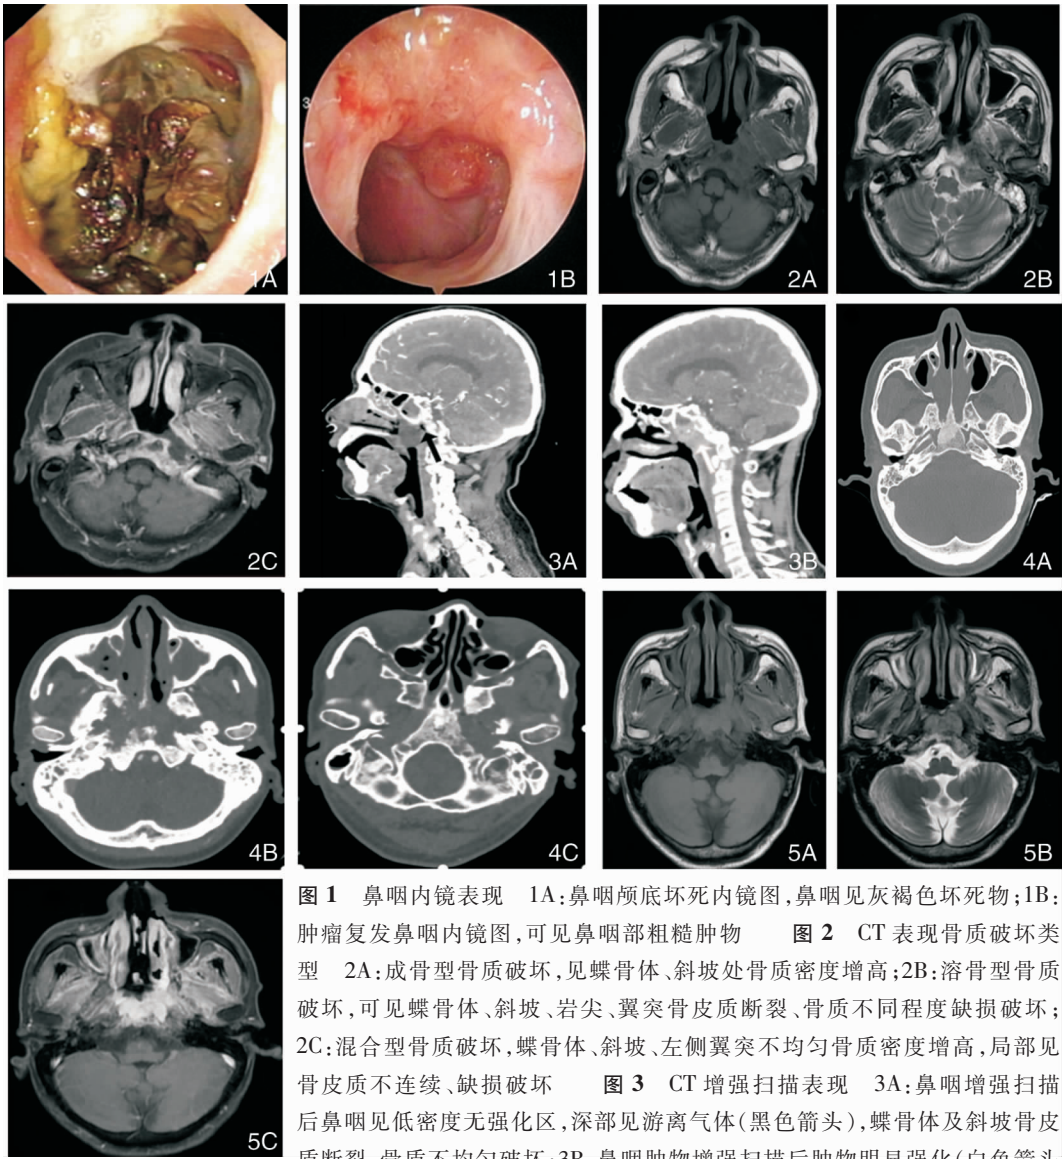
鼻咽内镜表现 1A:鼻咽颅底坏死内镜图,鼻咽见灰褐色坏死物;1B:肿瘤复发鼻咽内镜图,可见鼻咽部粗糙肿物 图2 CT表现骨质破坏类型 2A:成骨型骨质破坏,见蝶骨体、斜坡处骨质密度增高;2B:溶骨型骨质破坏,可见蝶骨体、斜坡、岩尖、翼突骨皮质断裂、骨质不同程度缺损破坏;2C:混合型骨质破坏,蝶骨体、斜坡、左侧翼突不均匀骨质密度增高,局部见骨皮质不连续、缺损破坏 图3 CT增强扫描表现 3A:鼻咽增强扫描后鼻咽见低密度无强化区,深部见游离气体(黑色箭头),蝶骨体及斜坡骨皮质断裂,骨质不均匀破坏;3B:鼻咽肿物增强扫描后肿物明显强化(白色箭头处),蝶窦底壁破坏 图4 坏死组 MRI T1、T2及增强扫描后表现 4A:T1WI,鼻咽增厚组织呈等信号,左侧岩尖及斜坡骨皮质线性无信号区连续性中断,破坏区骨髓高信号被鼻咽等信号物质填充;4B:T2WI左侧鼻咽组织及骨质破坏区骨髓表现为低-等信号;4C:增强扫描后左侧鼻咽组织及岩尖呈周围强化,中央不强化,左侧颈内动脉裸露于坏死腔中 图5 复发组在MRI典型表现 5A~C:T1WI、T2WI及增强后表现,T1WI中见鼻咽弥漫性增厚呈等信号,斜坡骨皮质线性无信号区中断,破坏区骨髓局部被肿瘤取代,T2WI上述组织结构均呈较高信号,强化后呈明显强化
